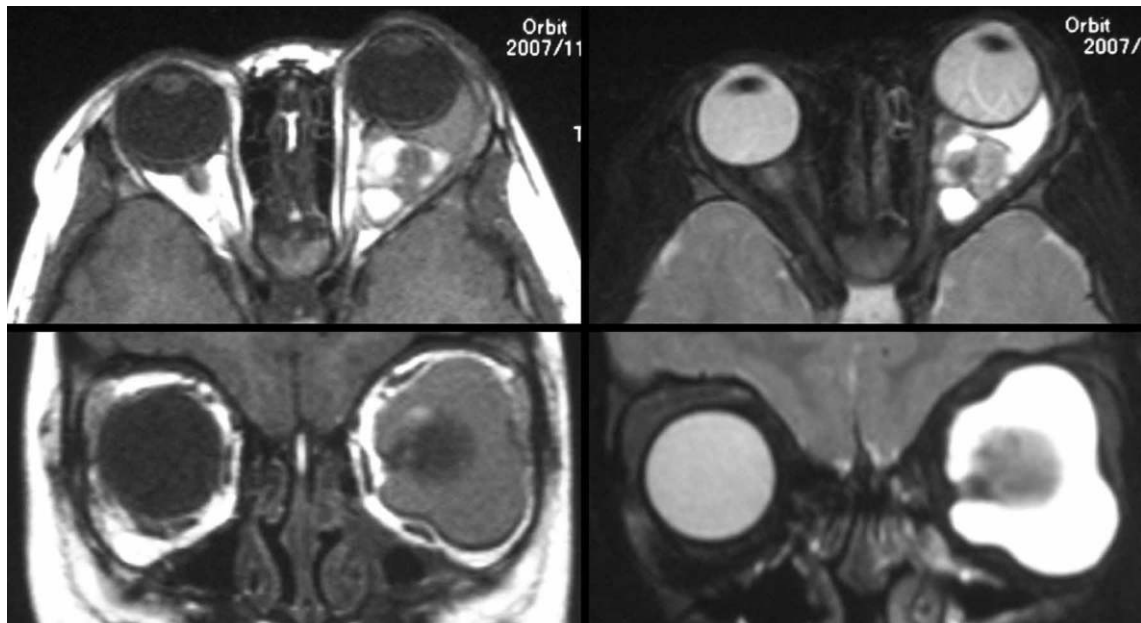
他院の magnetic resonance imaging (MRI) 画像所見。
